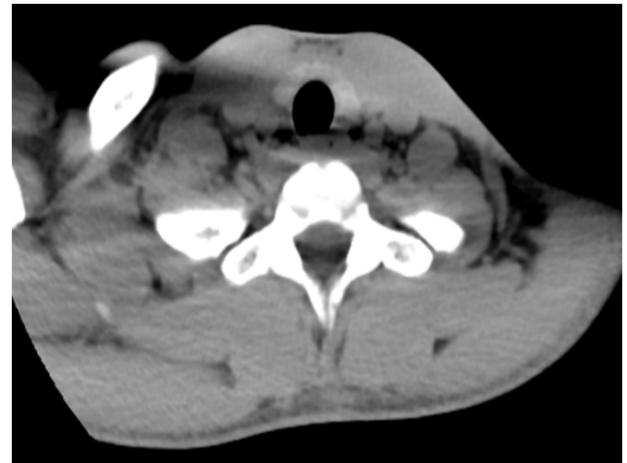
急性頸部痛を主訴に当院を受診した 14 歳男児。CT の水平断で、アーチファクトが硬膜外血腫らしく見えなくもない(高吸収域でもないが)。不安なため翌日に MRI を撮影したところ、やはり硬膜外血腫ではなかった。
